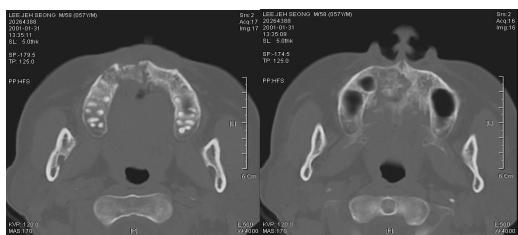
3 months later follow up CT shows that bony destruction is not changed.
